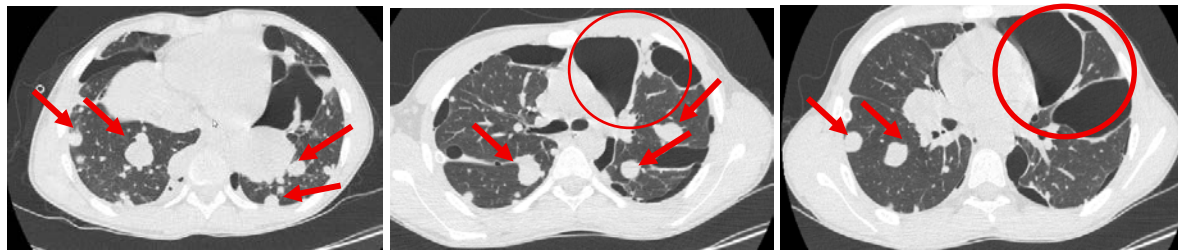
Компьютерная томография легких до начала специфического лечения. Стрелками отмечены множественные метастазы в легких. Кругами выделены двусторонние плевральные воздушные полости, содержащие тонкие перемычки
